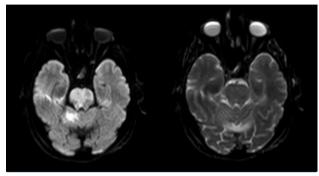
RM cerebral en secuencia difusión-ADC. Se observa el infarto con afectación parcial de la protuberancia, unión pontomesencefálica.
